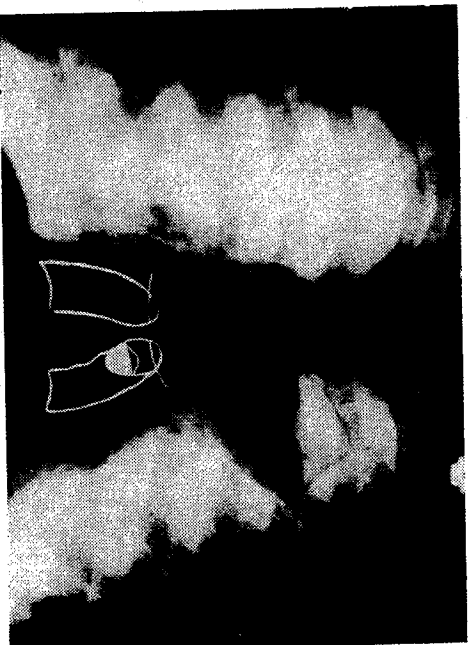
Radiografi direkte e toraksit. Ciste ekinokoku e plasur në bronke, dy ditë pas rriturës vithet re simptomi i harkut dyfish i Cumbo.
